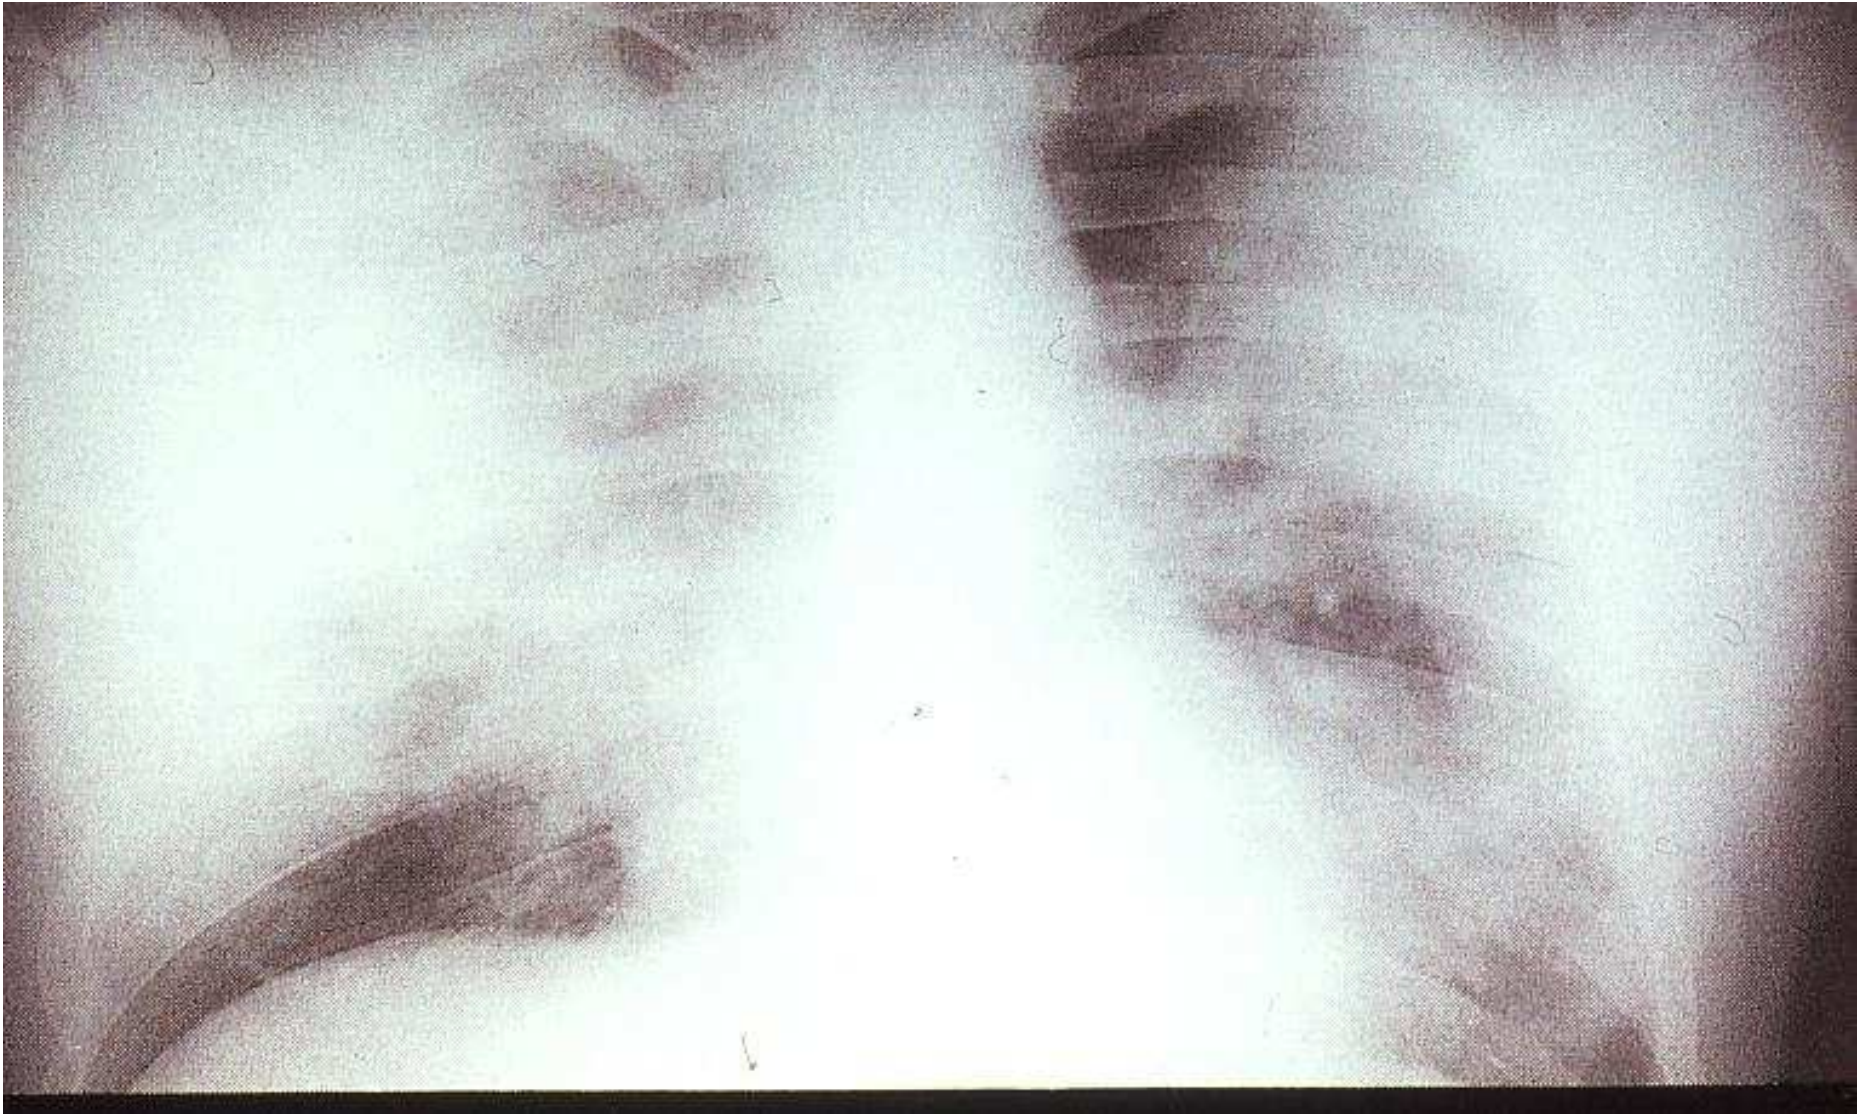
Legionnaires' disease. Chest radiograph showing extensive consolidation affecting parts of all lobes of the lungs.
